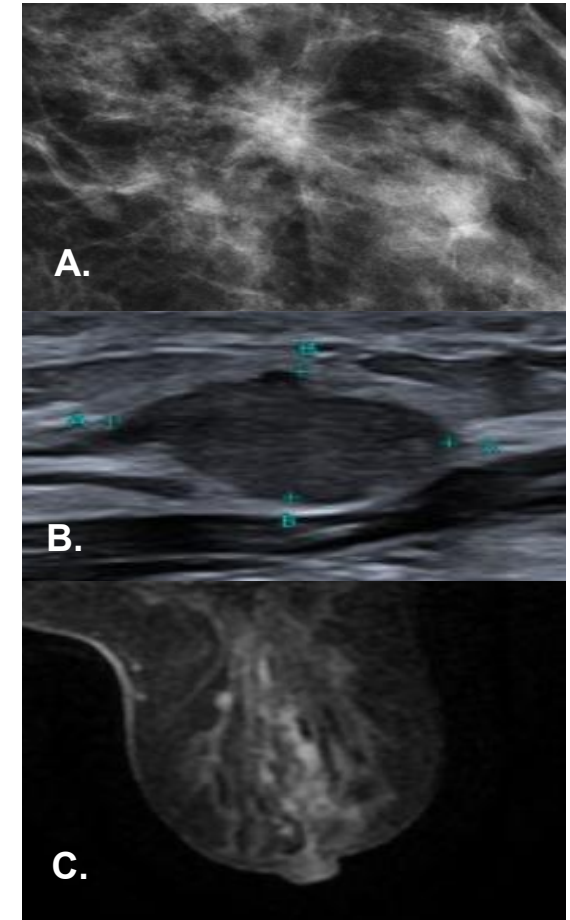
A. Distorsión de la arquitectura en MG. B. Masa en ecografía. C. Realce no masa en RM.
